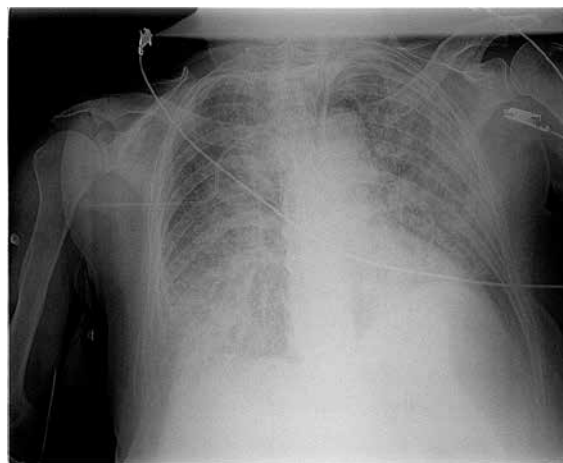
Рентгенограмма грудной клетки больной И. от 16.10.2017 (описание – в тексте)
